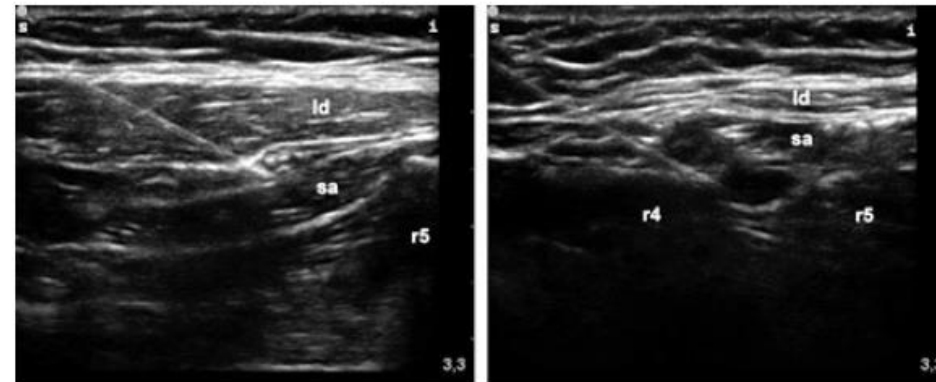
Sonographic images when the planes above (left) or below (right) the serratus muscle are dissected using local anaesthetic. The latissimus dorsi muscle (ld) lies superficial to serratus anterior (sa). In both options, the needle is directed passing the fourth rib (r4) towards the fifth rib (r5).
